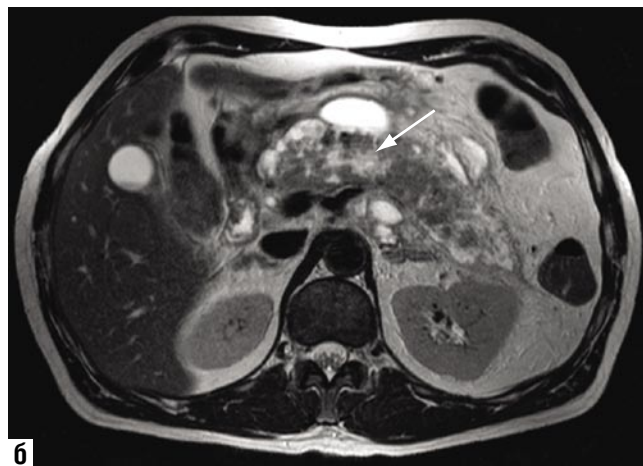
а – СКТ в артериальную фазу контрастирования, гипоинтенсивные включения в поджелудочной железе (стрелка) не накапливающие контрастный препарат. б – МРТ в T2 ВИ, гиперинтенсивный МР – сигнал за счет жидкостной структуры от выявленных изменений
